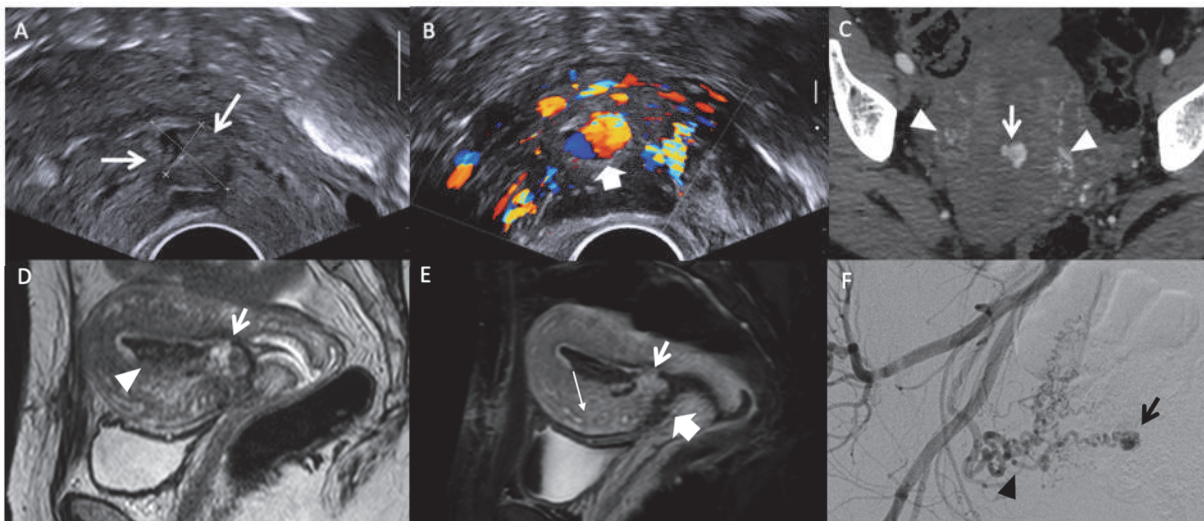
patiente de 34ans (G1P1) présentant des métrorragies abondantes à 6semaines d'une césarienne. A et B – coupe longitudinale en échographie trans-vaginale sans et avec analyse doppler couleur retrouvant une masse hétérogène à la jonction endomètre-myomètre (flèche), hypervascularisée (flèche large), à proximité de la cicatrice de césarienne. C– coupe axial scannographique au temps artériel retrouvant le nidus (flèche) associé au réseau artériel utérin hypertrophique droit et gauche (tête de flèche). D et E – séquence en pondération sagittal T2 et sagittal T1 avec saturation de la graisse après injection de gadolinium retrouvant la masse hypervasculaire interrompant la zone jonctionnelle (flèche) au-dessus de la cicatrice de césarienne (flèche large), associée à un réseau hypervasculaire au sein du mur antérieur du myomètre (petite flèche). F – angiographie retrouvant une artère utérine droite tortueuse (tête de flèche) alimentant le nidus (flèche).
